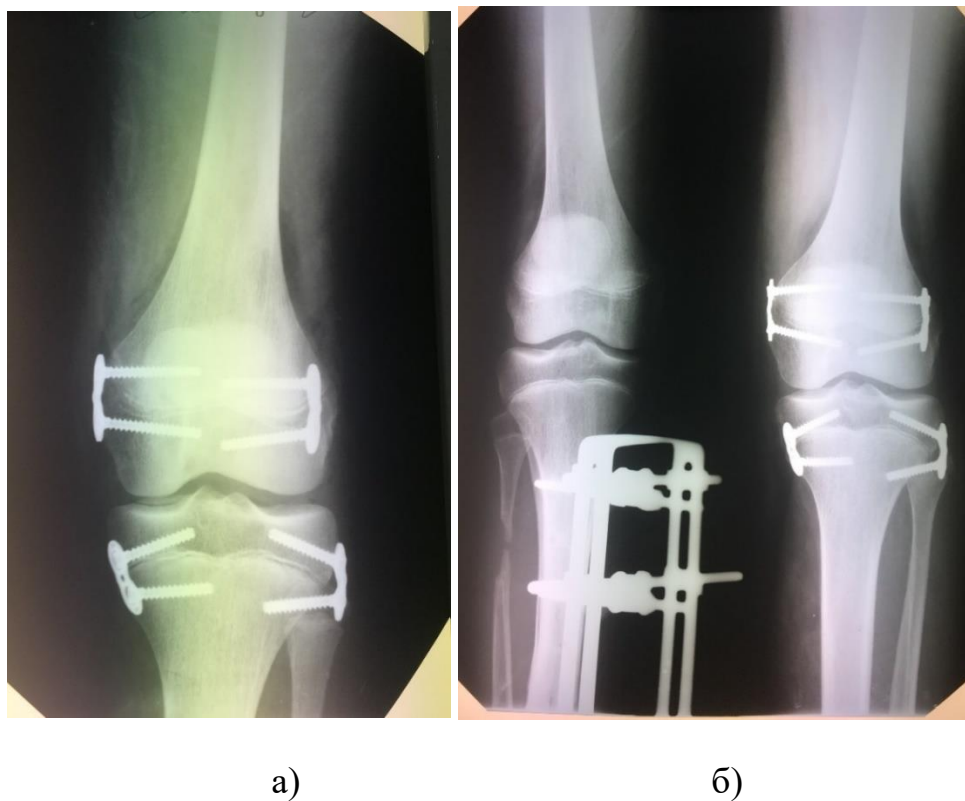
Рентгенограми хворого Ц., 13,5 років. Блокування зон росту ділянки колінного суглоба; а) – наступний день після хірургічного втручання); б) – стан через 6,5 місяців після хірургічного втручання, частковий синостоз зони росту.
